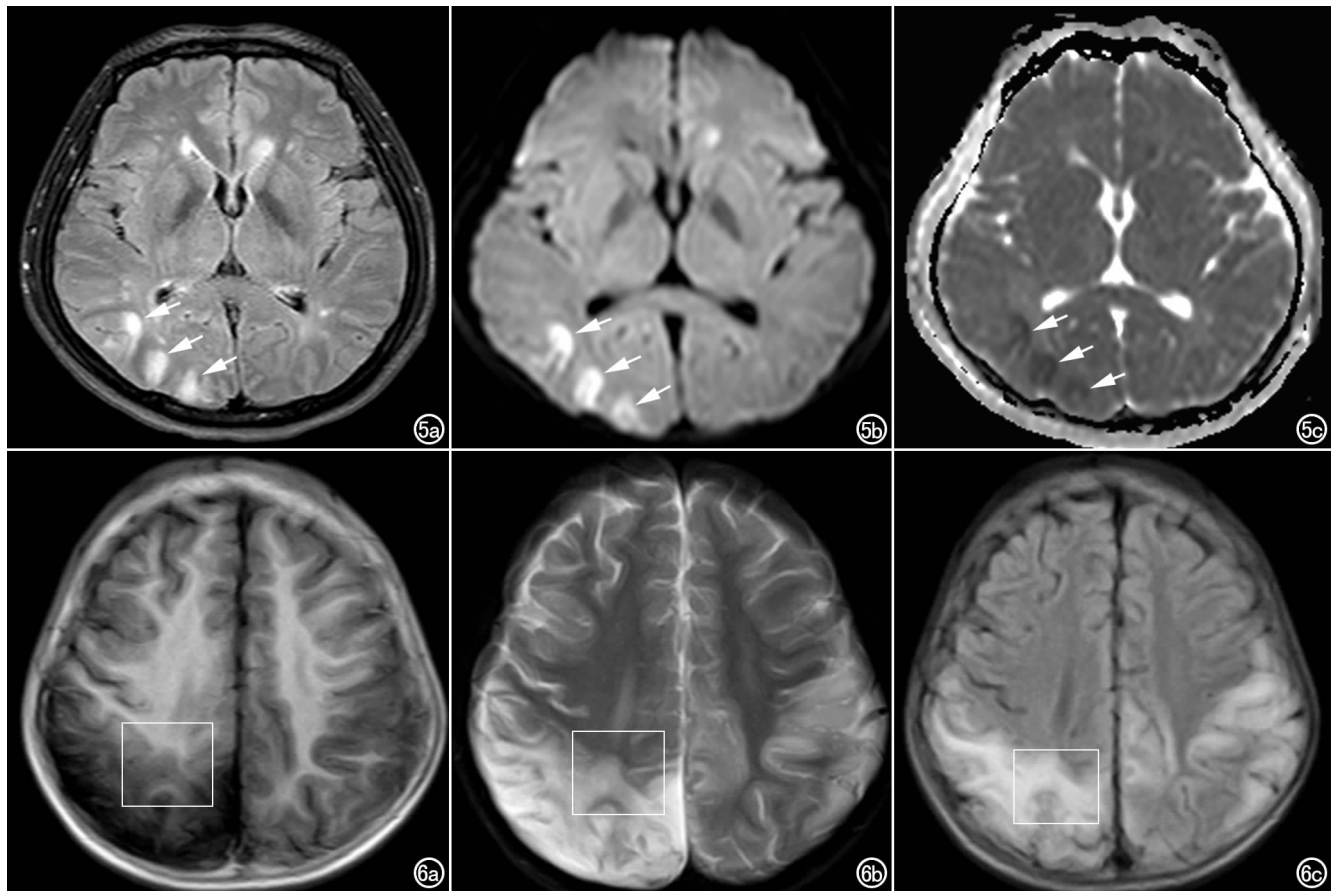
女,发病年龄 27 岁,MELAS 综合征。a) T_2 FLAIR 示右侧枕叶片状高信号(箭); b) DWI 示右侧枕叶片状高信号(箭); c) ADC 示右侧枕叶片状低信号(箭)。图 6 MELAS 综合征。MRI 示双侧顶叶片状异常长 T_1 , 长 T_2 信号影,右侧顶叶病灶向白质蔓延(实线框)。a) T_1 WI; b) T_2 WI; c) T_2 FLAIR。
